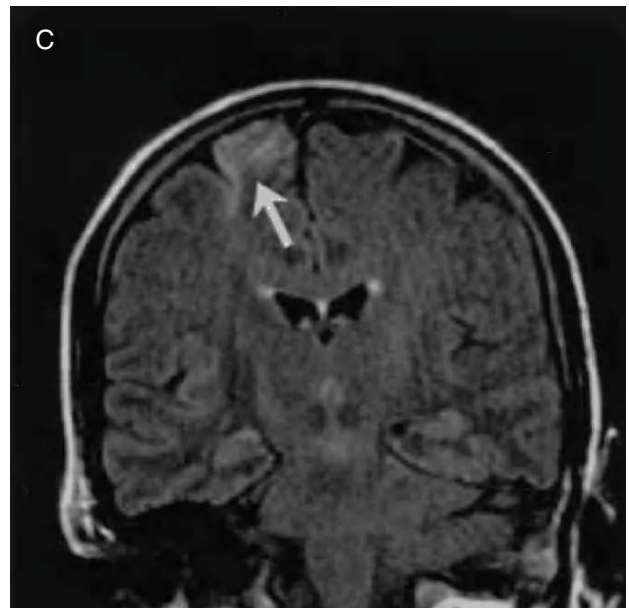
Paciente sometido a sustitución valvular aórtica. Hemiparesia izquierda y disminución del nivel de conciencia. Dos tomografías computarizadas craneales sin hallazgos. En la resonancia magnética cerebral se observa una lesión hiperintensa en región frontoparietal derecha en las secuencias T2 y FLAIR.
